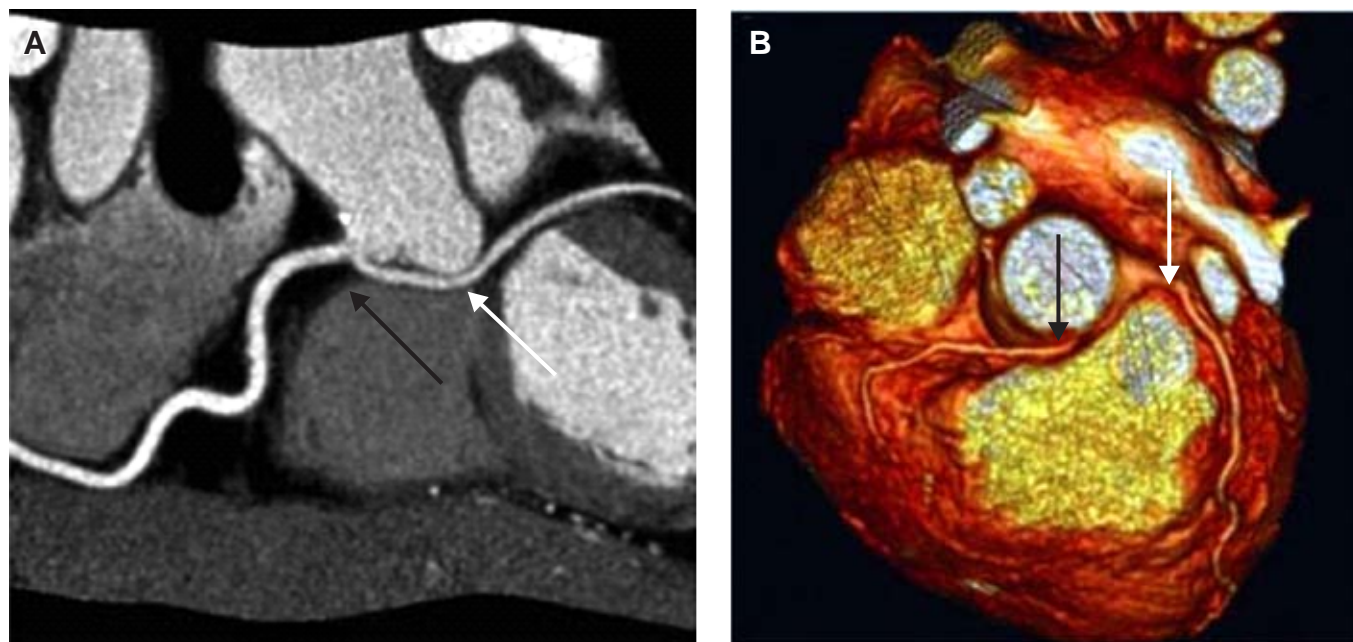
A) Tomografía donde se observa la coronaria izquierda (flecha blanca) originándose anómalamente de la coronaria derecha (flecha negra). B) imagen tridimensional donde se observa la coronaria derecha (flecha negra) originándose del seno coronario izquierdo (flecha blanca).
